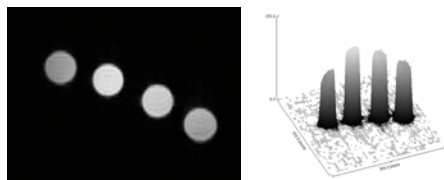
(a) *in vitro*におけるMRIのT1強調画像(左)Axial画像(右)シグナル強度のグラフ(左から右)Gd-DTPA, カチオン性ブロックコポリマー、デキストラン硫酸とのPICミセル、ポリメタクリル酸とのPICミセル Gd(III)=0.25mM、9.4T
